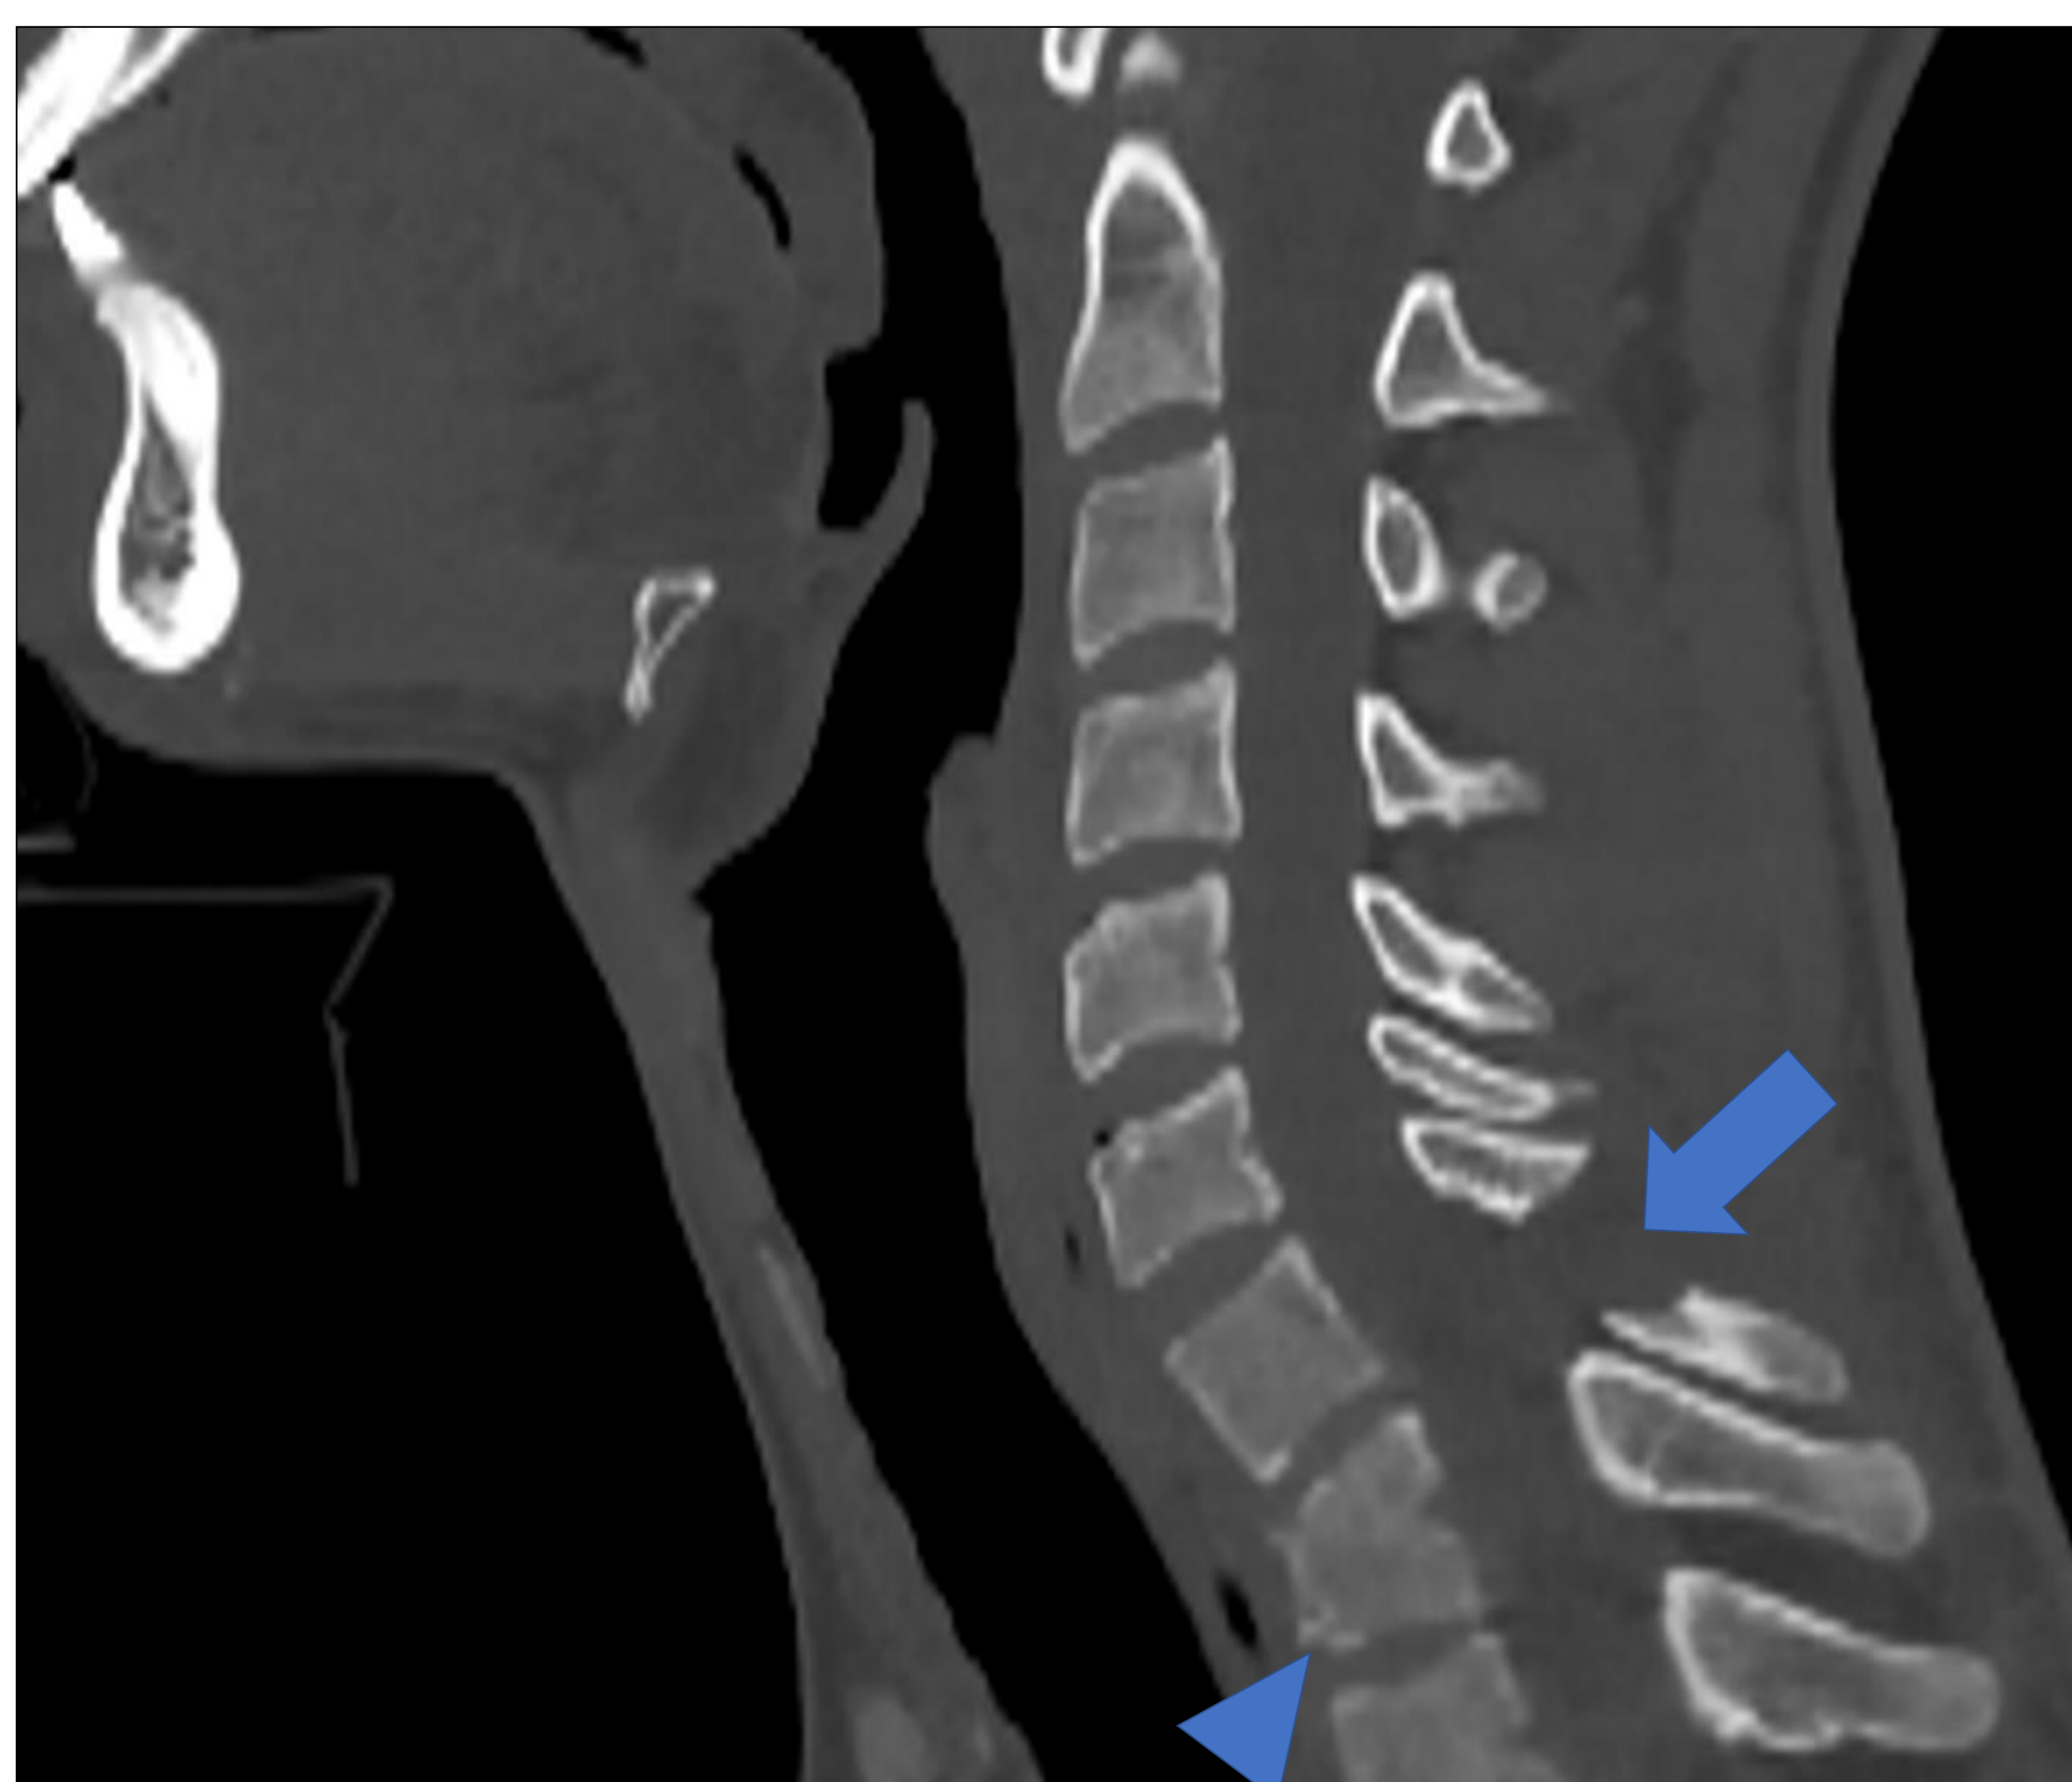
TC de cuello y torácico realizado con contraste yodado i.v. en fase arterial en un paciente politraumatizado. En reconstrucción sagital con ventana de hueso se observa fractura de apófisis espinosa de C7 (flecha) con disminución de espacio interespinal C6-C7. Fractura de cuerpo vertebral y acuñamiento anterior de T1 (punta de flecha).
